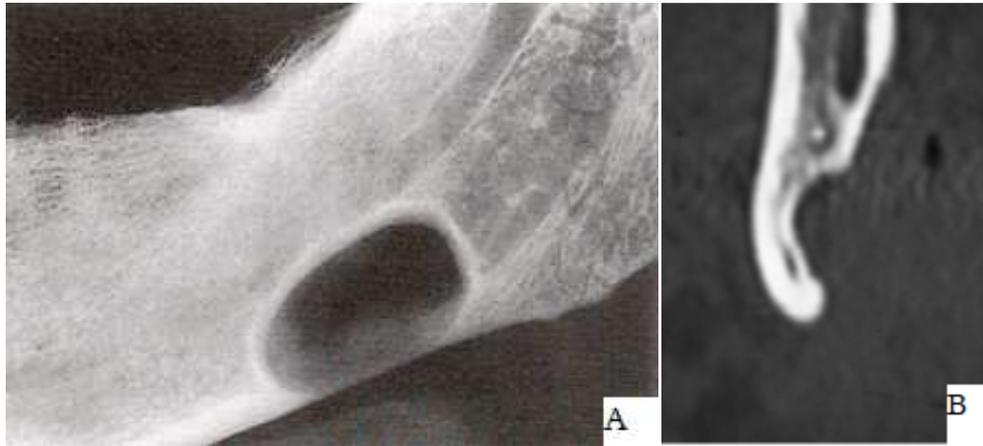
A : Orthopantomogramme d'une lacune de Stafne de l'angle mandibulaire gauche. (Collection du Dr H. Mirels) (15)
